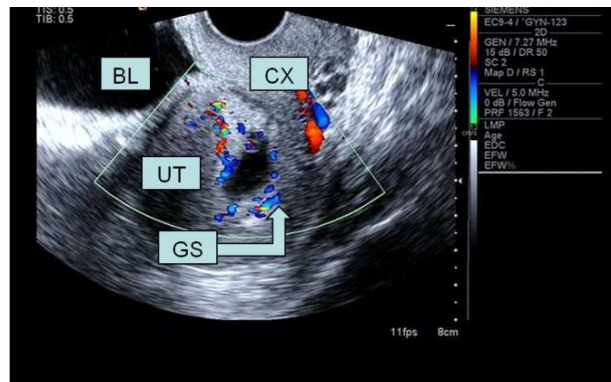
患者41岁，孕2产1，主因停经60⁺天，下腹疼痛而入院就诊。经阴道超声，正中矢状切面显示孕囊种植于子宫下段瘢痕处，大部分孕囊位于子宫瘢痕上方的宫腔内，大小3.7 cm×1.8 cm，子宫下段瘢痕处肌层未见明显外突，彩色多普勒显示孕囊周边可见持续存在的血流信号，即孕囊部分位于宫腔型瘢痕妊娠（BL：膀胱，UT：子宫，CX：宫颈，GS：孕囊）
